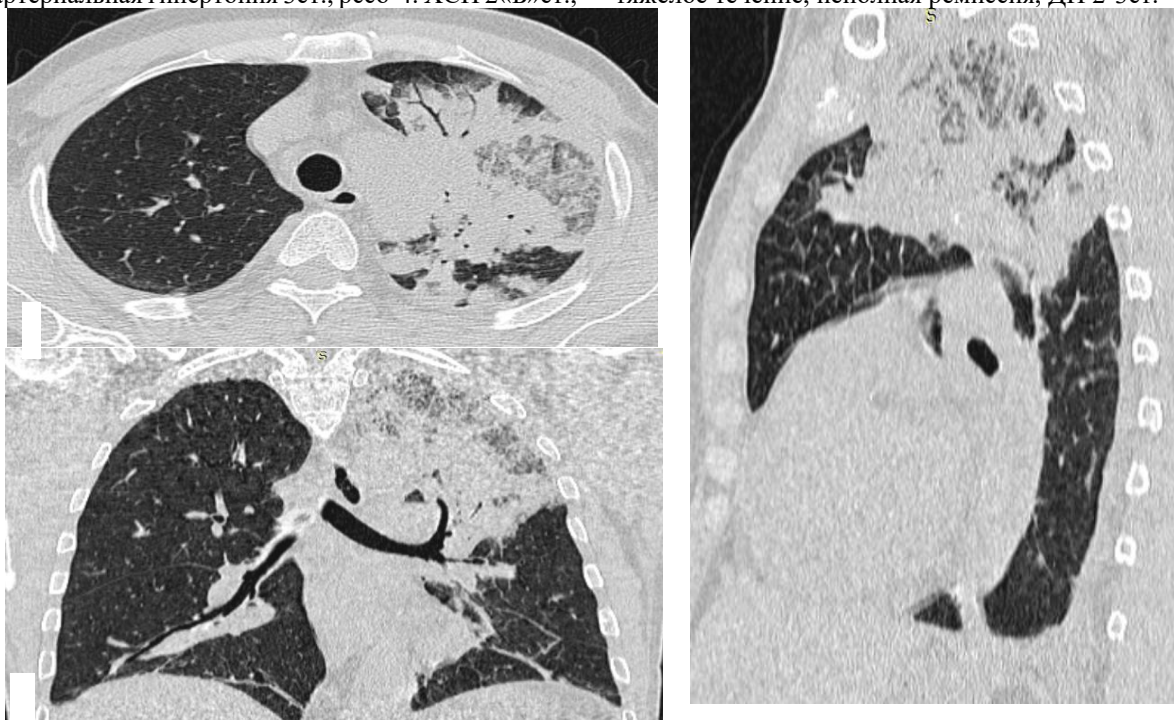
МСКТ органов грудной полости от 09.2017 г.: легочный режим (а – аксиальная; б – сагиттальная; в – коронарная плоскости) – через 10 дней после первых признаков респираторного заболевания
